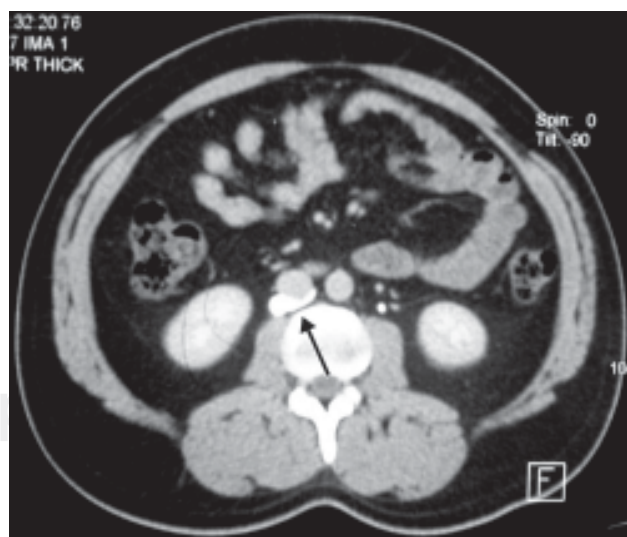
TAC fase de eliminación. Se observa el uréter por detrás de la vena cava.
